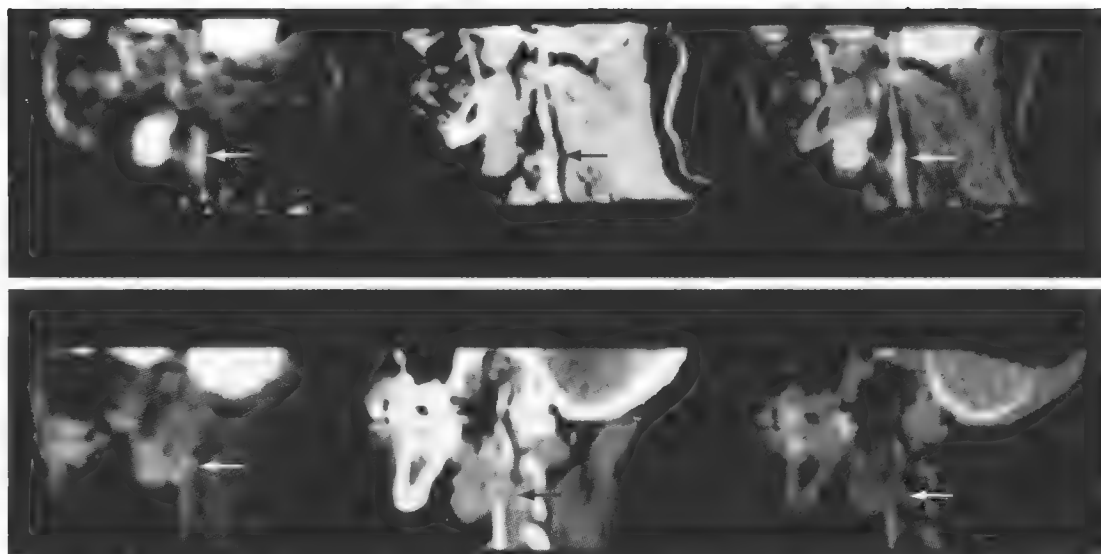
1例单侧有症状的颈动脉狭窄患者正电子发射断层扫描术 (PET) (左)、计算机断层扫描术 (CT) (中) 和整合的PET/CT (右) 矢状位图像。有症状的颈动脉氟脱氧葡萄糖 (FDG) 摄取率高 (上一排箭头所指颈动脉斑块), 而无症状侧FDG摄取率低 (下一排箭头所指颈动脉斑块)。(From Ref. 82, with permission.)
